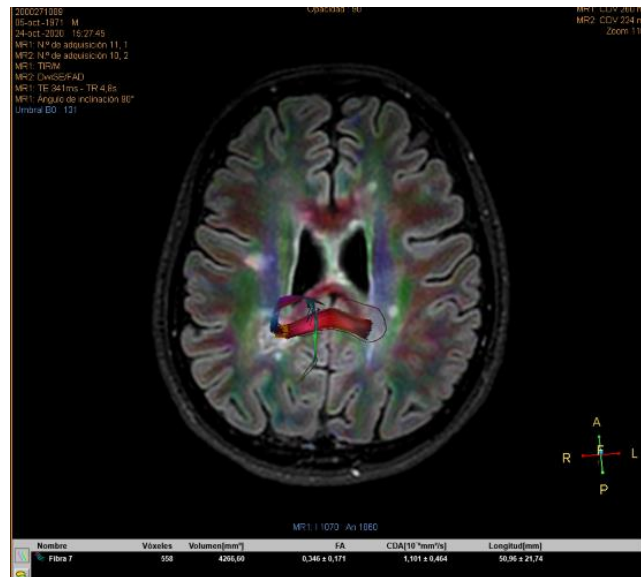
A . Imagen de resonancia magnética con fusión de secuencias de DTI y FLAIR en corte axial, muestra lesión desmielinizante a nivel del asta posterior del ventrículo lateral derecho, con FA de  $0.346 \pm 0,171$ .
